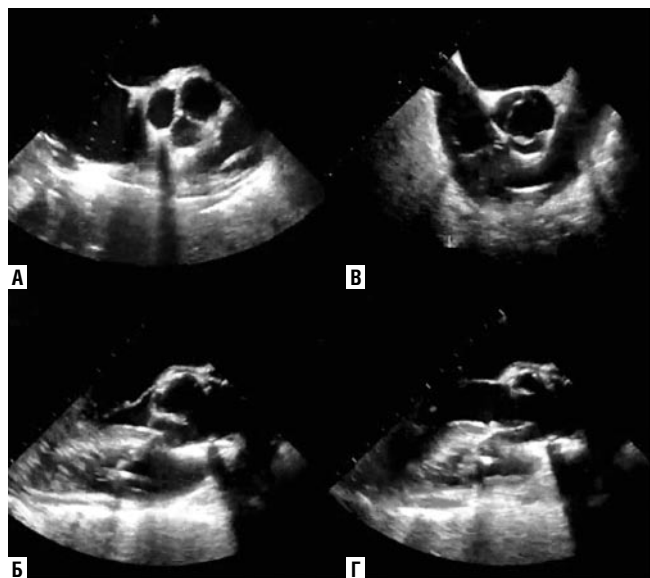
Эхокардиографические снимки после операции. А, Б — показывают адекватную коаптацию створок; В, Г — отображают открытие нестворки клапана.
